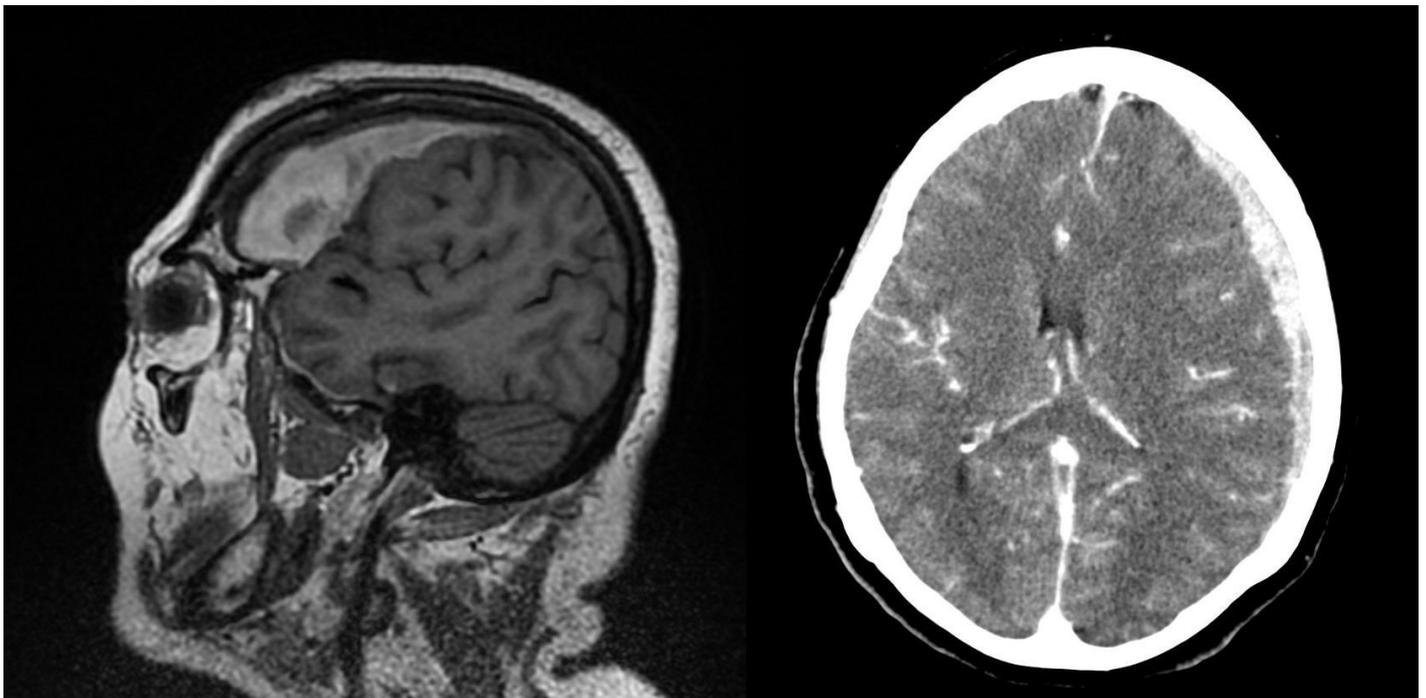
Resonancia magnética, corte sagital (izquierda) y tomografía computarizada axial (derecha), que muestran hemorragia subaracnoidea.
